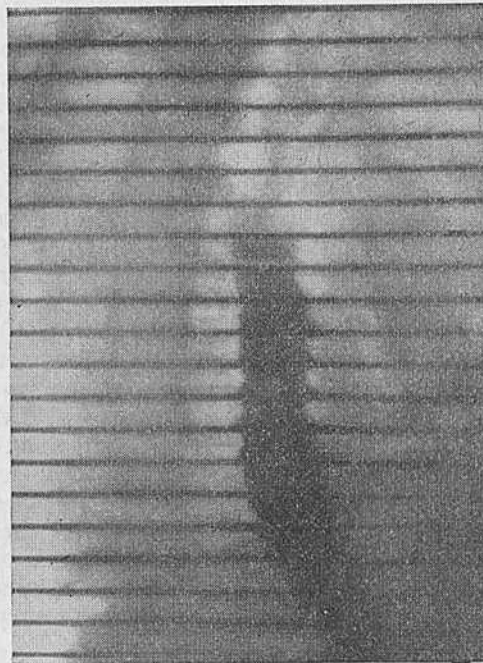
Та же больная. Рентгенокинограмма пищевода.
